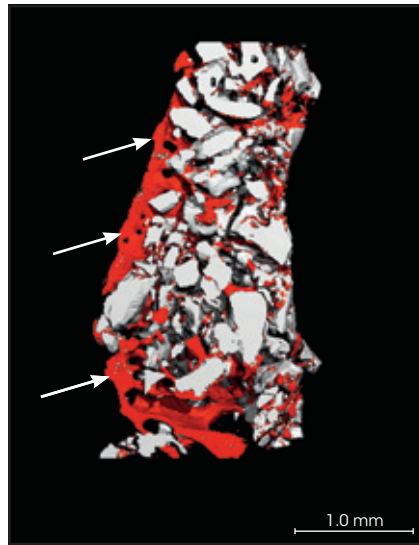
(ganz rechts) Mikro-CT einer Probe von Patient 4 (rot = Wirtsknochen; weiß = MCBS-Partikel). Die dünne Knochenschicht auf und entlang der äußersten Lage der MCBS-Partikel (Pfeile) ist erkennbar.
